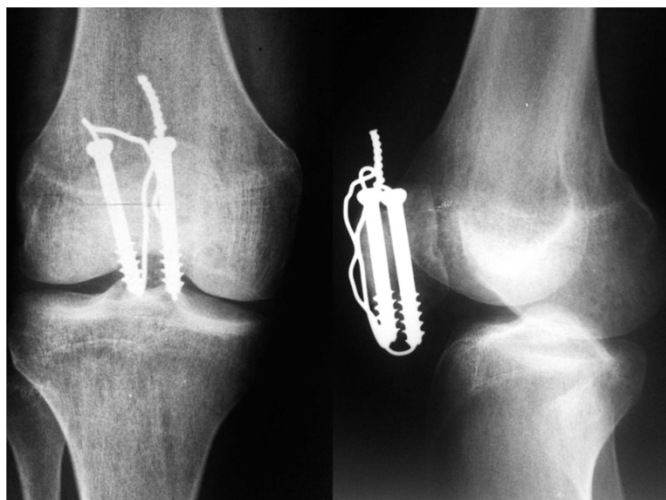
Radiographie de contrôle après 6 mois = consolidation ad integrum
